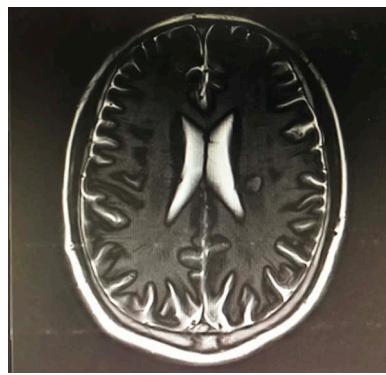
Head MRI: The left lateral ventricle narrates a small piece of cerebral infarction and punctate cerebral infarction (acute phase) in the qualitative area and the left frontal lobe respectively
